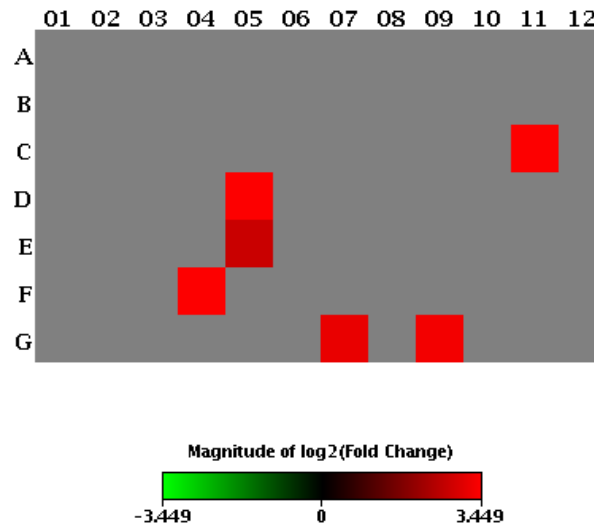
Mapa de calor da expressão gênica da resposta imune do GC+ *versus* GQ+, de CT de queratinócitos (n=10).
